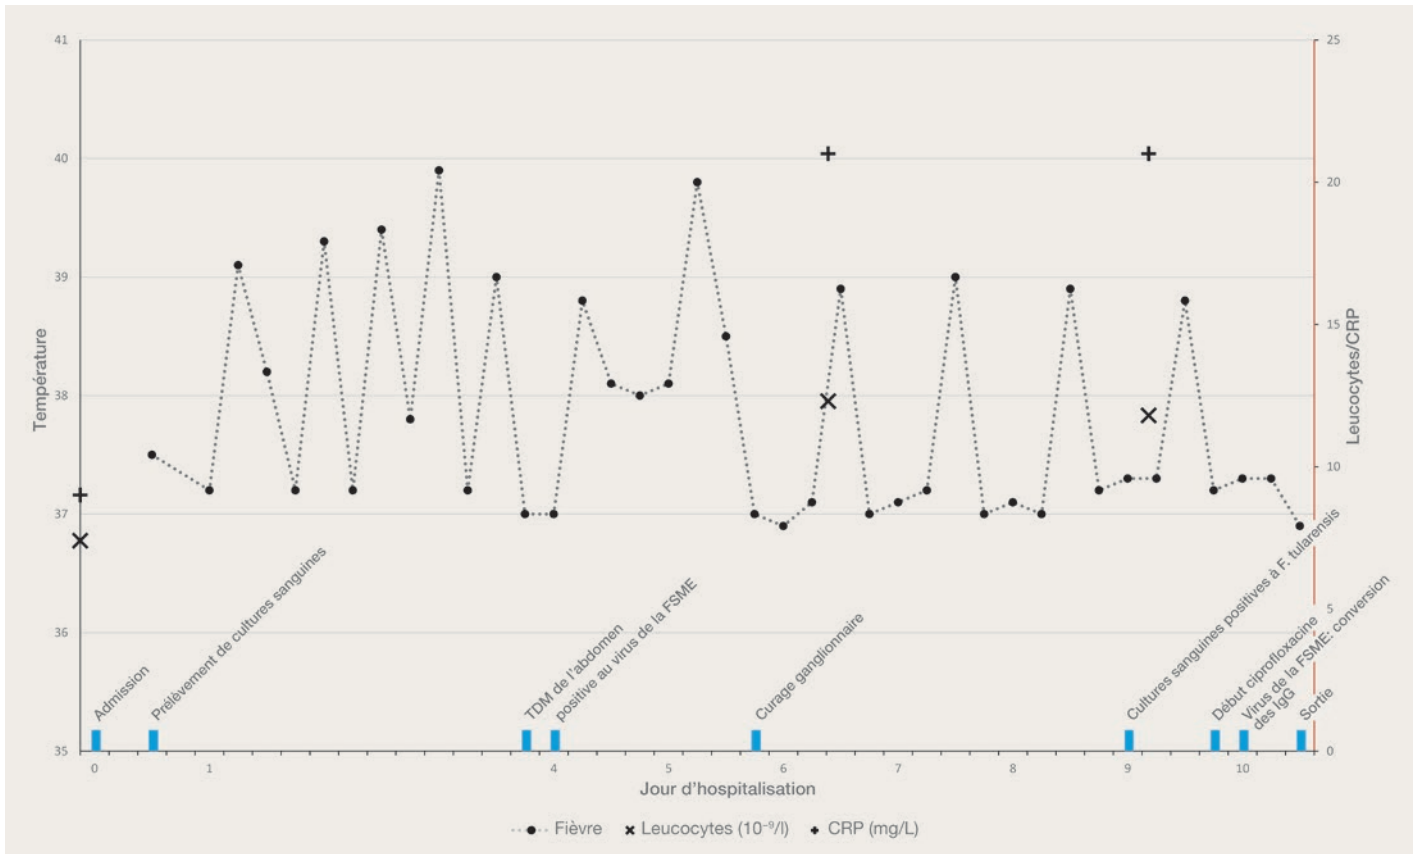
Ligne de temps avec courbe de fièvre, valeurs de laboratoire et résultats d'exams. TDM: tomodensitométrie; F.: *Francisella*; FSME: méningo-encéphalite à tiques; IgG: immunoglobuline G.
